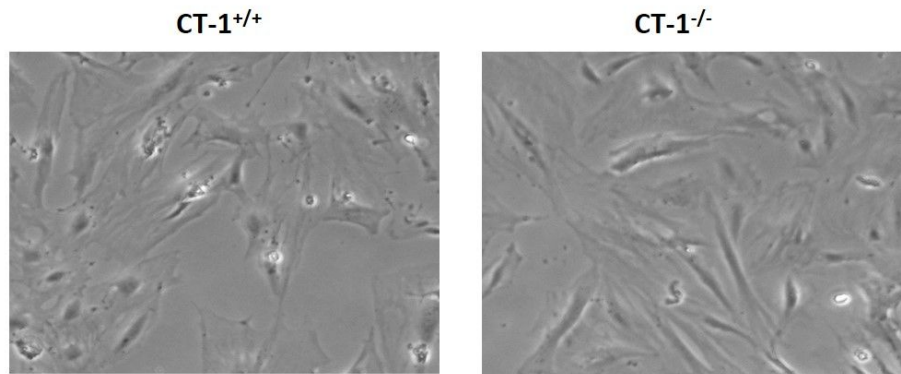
Miofibroblastos renales CT-1^{+/+} y CT-1^{-/-} en cultivo. CT-1: cardiotrofina-1. Magnificación original: 200X.
